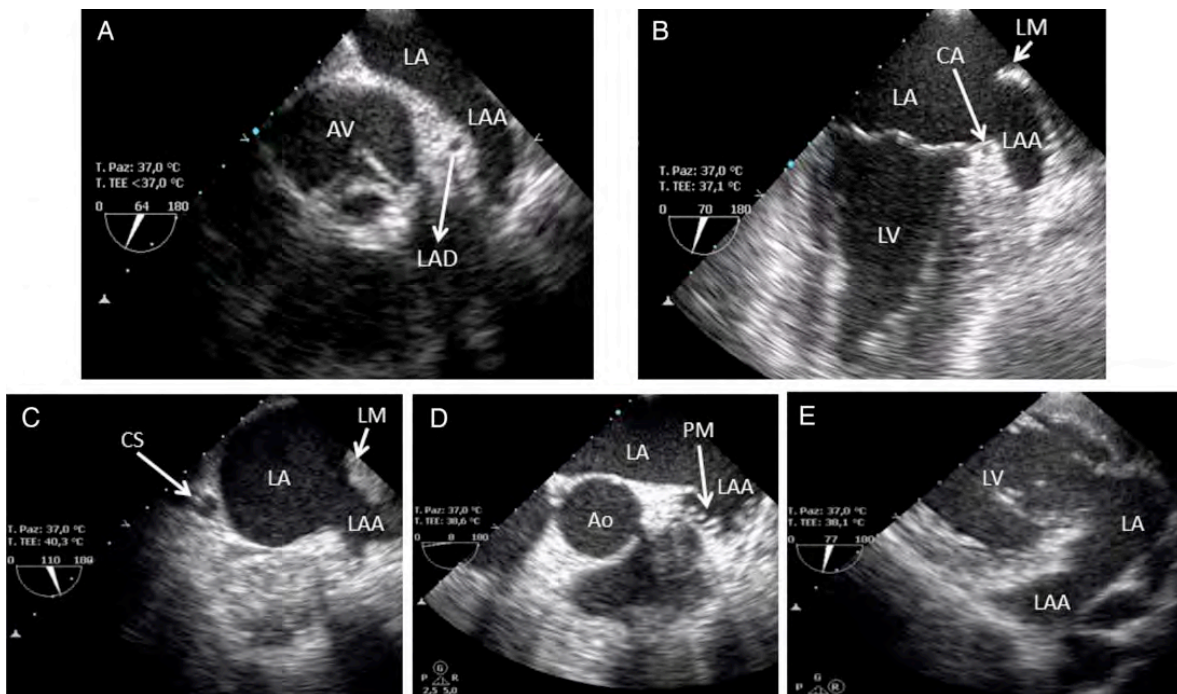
Evaluación con ECO TE del AAI. Vistas principales (A y B). (A) Vista medio superior esofágica a 40-65 °. (B). Vista medio esofágica a 70-90 ° con ligera anteflexión. El ligamento de Marshall separa el AAI de la vena pulmonar superior izquierda. La arteria circunfleja puede ser vista. (C) Vista medio esofágica a 110-130 °. (D) Vista medioesofágica a 0-10 °. El AAI es generalmente visualizado usando una moderada anteflexión del transductor. En ocasiones músculos pectíneos prominentes pueden ser vistos y confundidos con trombos. (E) Vista modificada transgástrica en eje largo a 75-90 °. Ao, aorta ascendente; AV válvula aortica; CS seno coronario; LA aurícula izquierda; LAD arteria descendente anterior; LV ventrículo izquierdo; TOE ecocardiograma transesofágico (6).
